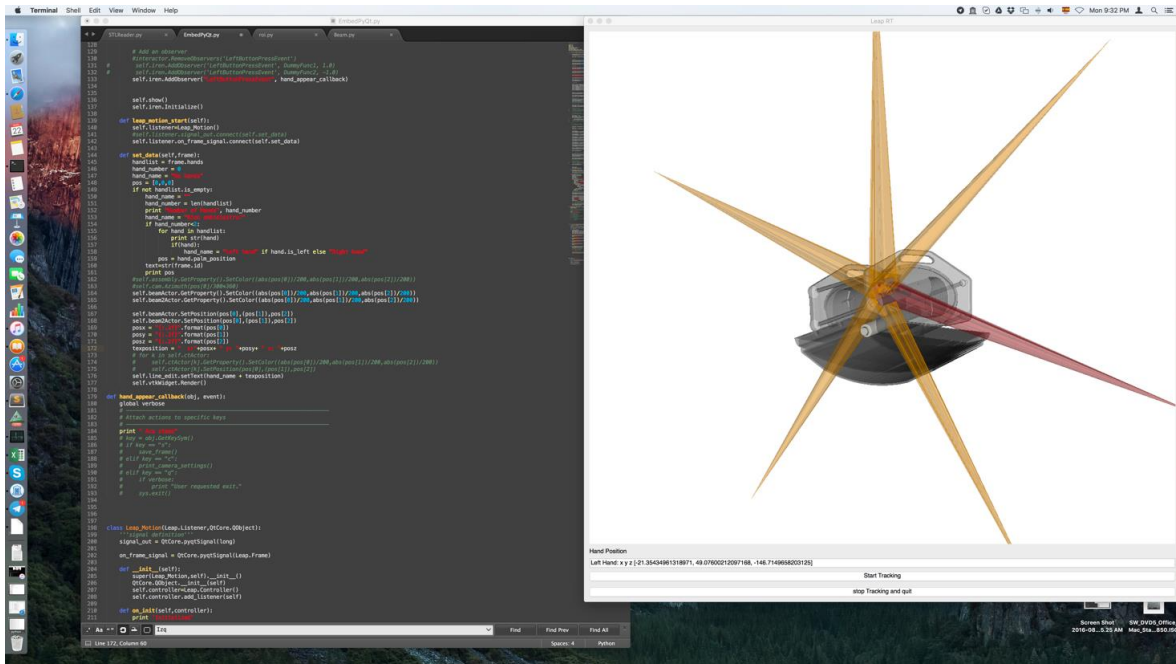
Captura de pantalla de la plataforma de desarrollo para la interacción con gestos. Se observa la segmentación de la tomografía, las regiones de interés y los haces de tratamiento. El haz correspondiente a 105 grados es el seleccionado para el movimiento.
